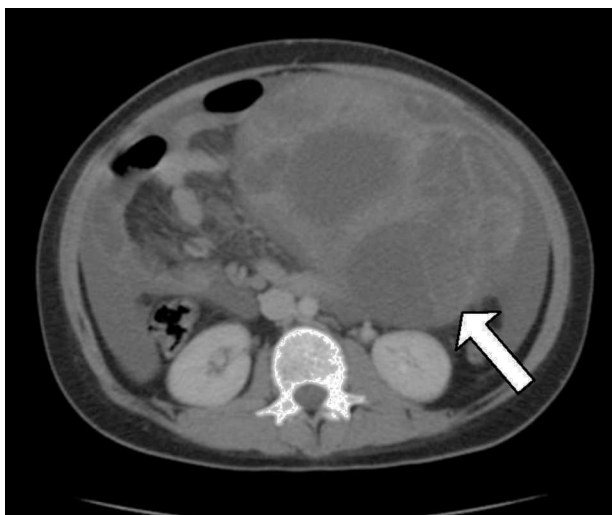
TAC abdominal con contraste al diagnóstico.
